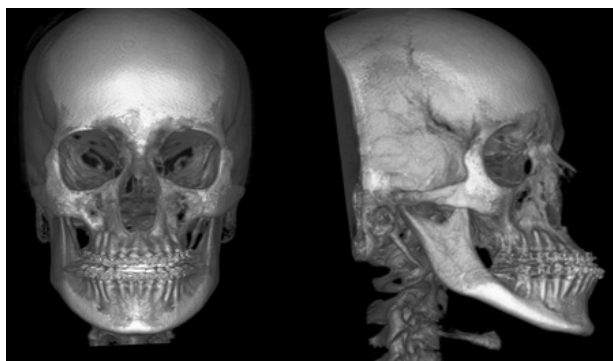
Tomografia de crânio, planejamento virtual.
